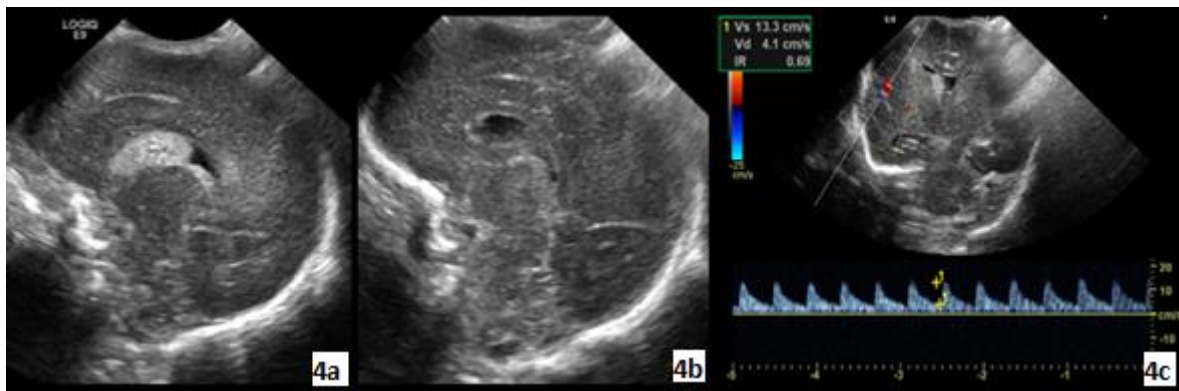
Ultrasonografía en escala de grises y doppler espectral. (3a) Corte para sagital derecho en la que se observa área ecogénica en el surco caudotalámico e intraventricular este último correspondiente a coágulo. (4b) Corte para sagital izquierdo sin alteraciones. (4c) Doppler espectral de arteria cerebral media derecha en la que se observa un IR normal.
